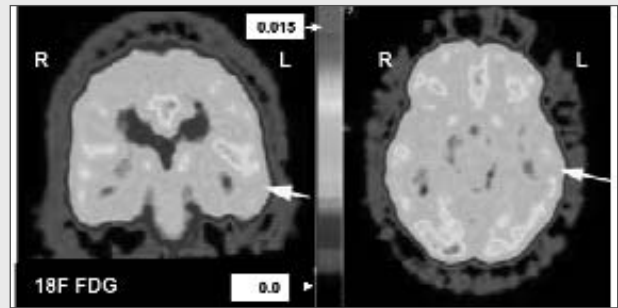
Interictal 18F-FDG-PET in a 38 years old patient suffering from psychomotor seizures with acoustic aura and frequent secondary generalization since 2 years. Note the circumscribed hypometabolic area in left middle temporal gyrus (arrows) and the hypermetabolic insula and slightly asymmetric putamen and thalamus with increased metabolism on the left. Scalp EEG showed a left mid-temporal sharp wave focus, but high resolution MRI was normal. Because of the auditory symptoms an "autosomal dominant partial epilepsy with auditory features" (ADPEAF) was considered but there is no epilepsy in the family of this patient. No genetic examination was done (ADPEAF is associated with a disponibility gene on chromosome 10q 24). Coronal and transversal views.
